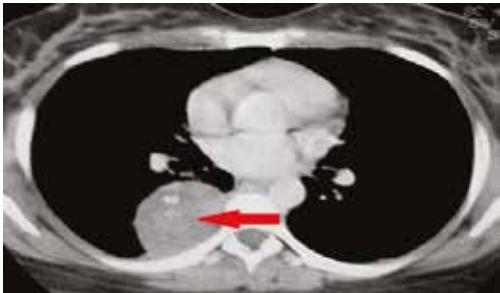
МСКТ больной Б., 55 лет. НЕВРИНОМА УКАЗАНА СТРЕЛКОЙ
